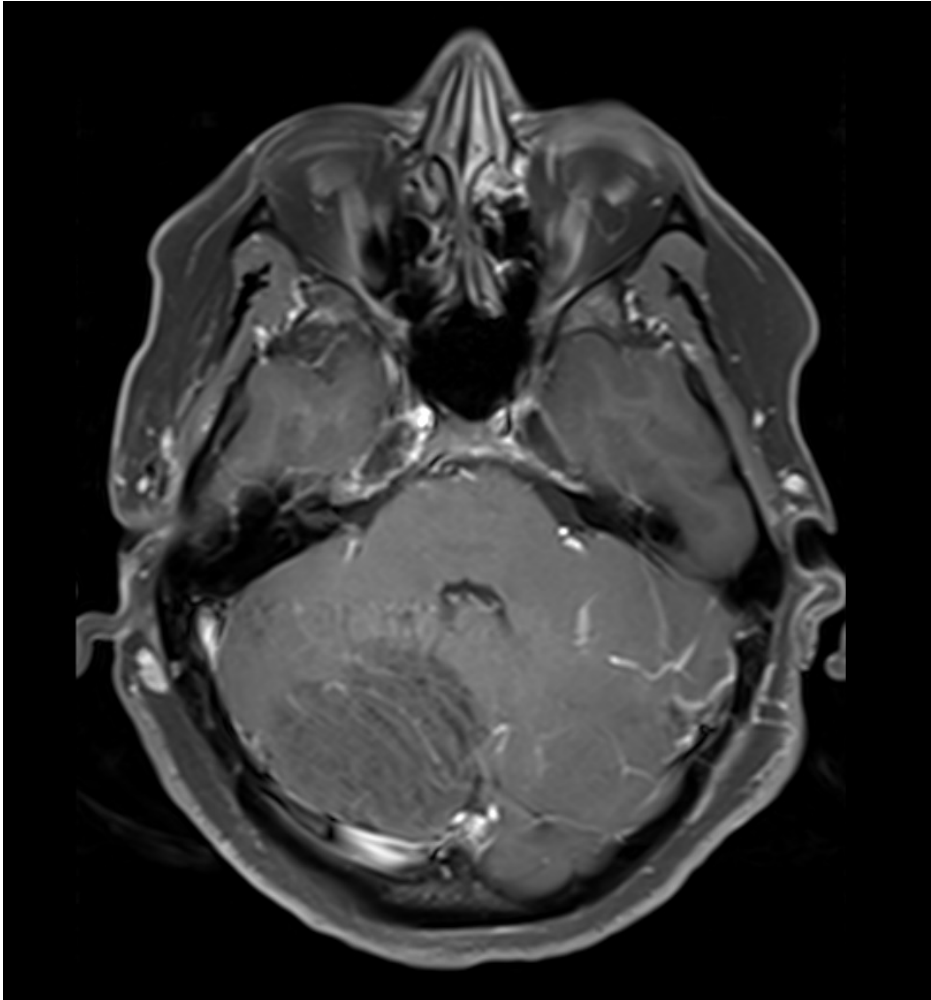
RM ponderada em T1 pós contraste demonstrando lesão sem realce pelo meio de contraste.
